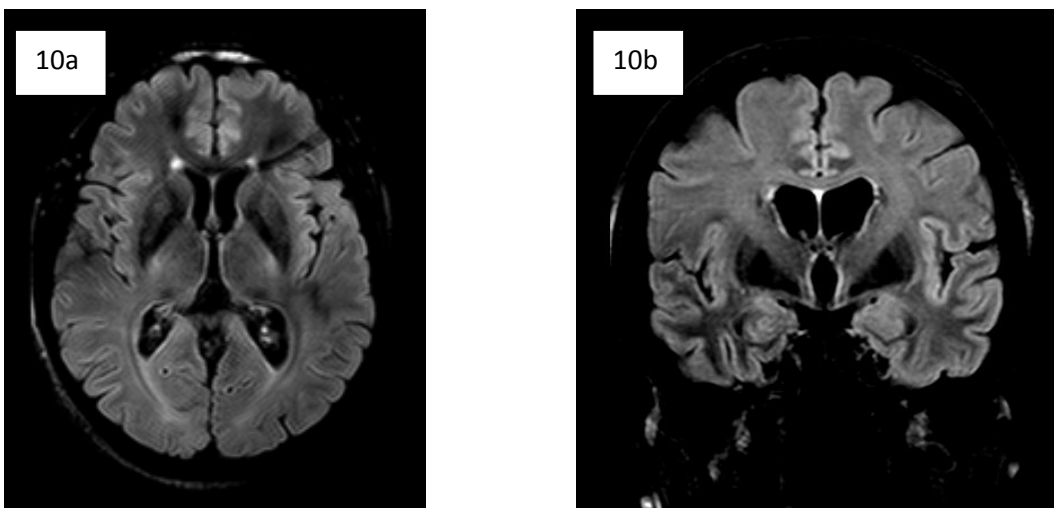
Hiperseñal lateral putaminal en un premutado sin FXTAS. Corte axial (10a) y coronal (10b) en secuencia FLAIR, centrados a la altura de los ganglios basales.
